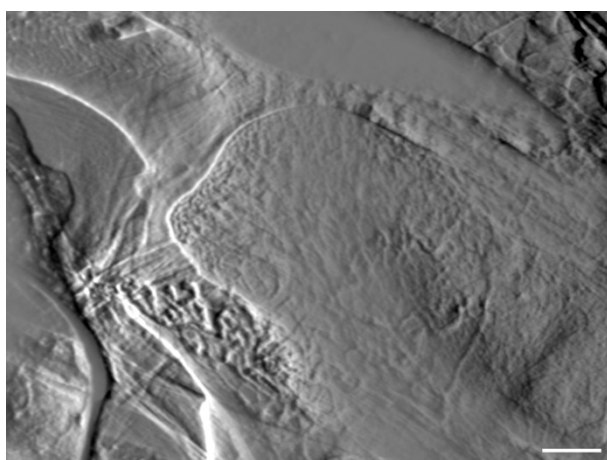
パラフィンおよび MMA 包埋した試料の DEI CT 像
